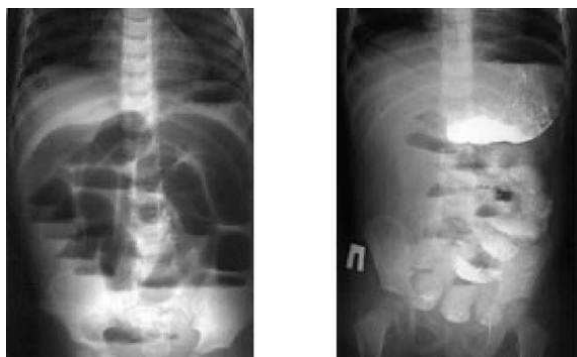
Обзорная рентгенограмма брюшной полости с проведением пробы Напалкова. Тонкокишечная непроходимость.
